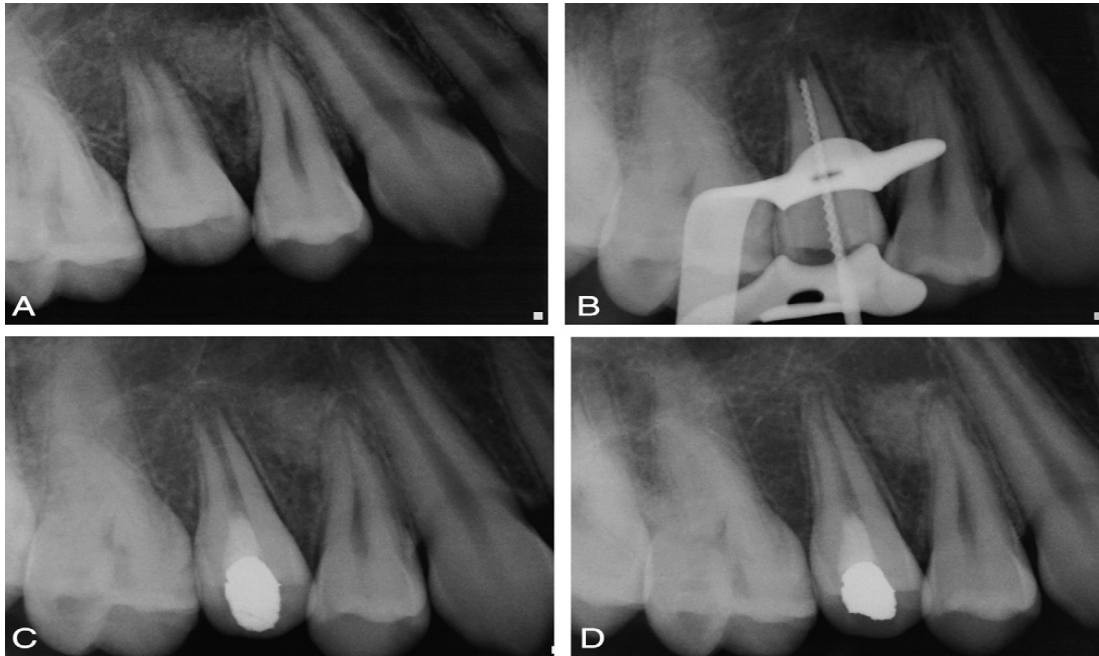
Radiografía inicial, radiografía de la conductometría real y obturación temporal.
